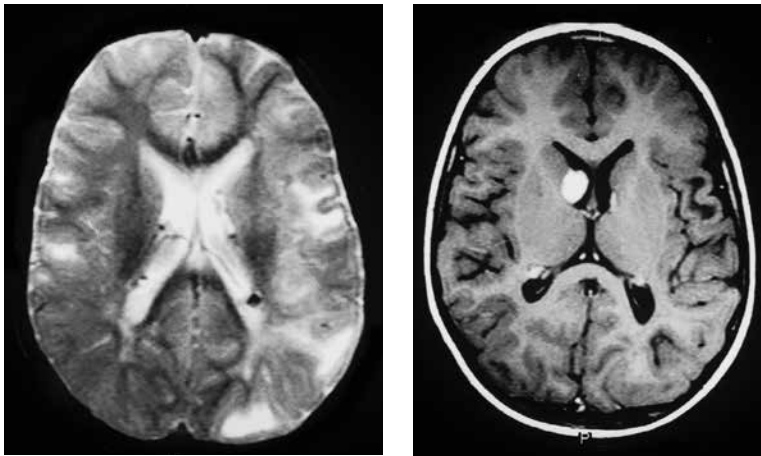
links: In der axialen Magnetresonanztomografie (MRT) stellen sich im Bereich der Hirnrinde unregelmäßig verteilte, hellere Areale dar, die den kortikalen Tubera entsprechen. Außerdem sind in den Seitenwänden der Hirnkammern subependymale Noduli sichtbar, die sich bei diesem Verfahren als dunkle Flecken darstellen. rechts: In der axialen Computertomografie (CT) des Gehirns zeigt sich ein verkalktes Riesenzellastrozytom. [HD Rott, Erlangen]
